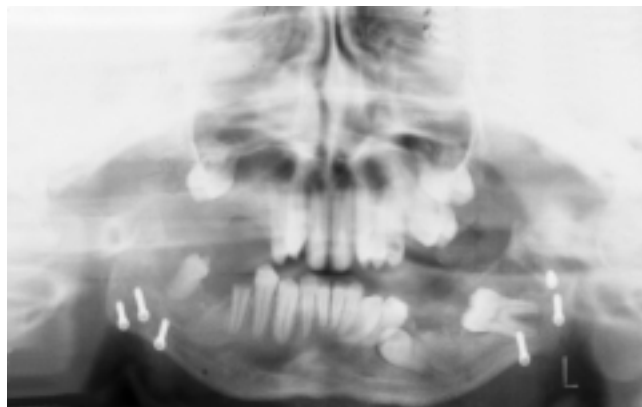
Ортопантомограмма нижней челюсти того же б-ого до операции. Слева отмечаются костные разрастания в области верхних отделов ветви нижней челюсти. Суставная щель не прослеживается. В области угла — шпоровидные разрастания в виде "шпоры". Разрушены, ретенированы и дистопированы 15, 16, 17, 45, 46, 47, 35, 36, 37.
